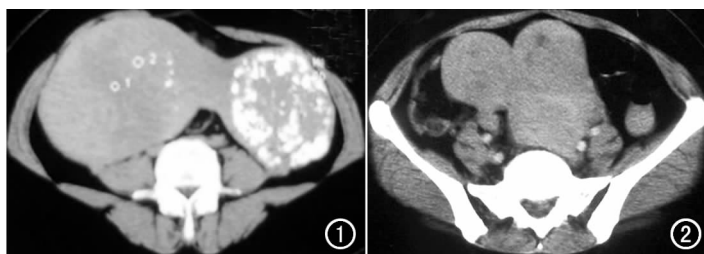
CT 平扫示子宫上方 23.8 cm×11.0 cm×21.0 cm 大小,表面凹凸不平,并示有多发爆米花样钙化,CT 值 41~68~271HU 不等。图 2 增强扫描示肿块与子宫同步强化,且密度欠均匀,CT 值 51~75HU。
